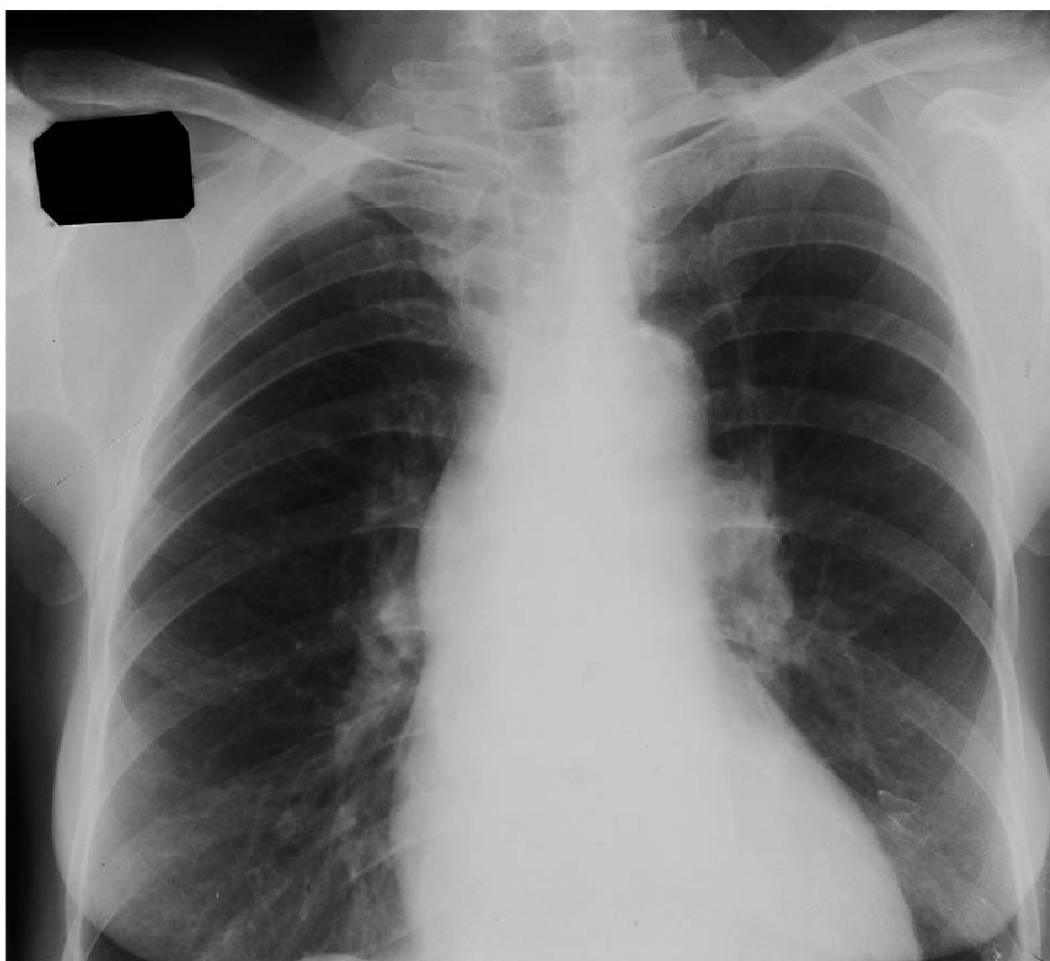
Рентгенограмма больного с аортальным пороком сердца. В прямой проекции тень сердца аортальной конфигурации, границы ее незначительно расширены влево. Умеренное расширение восходящей аорты. Интенсивная тень известковых отложений в зоне дуги аорты
